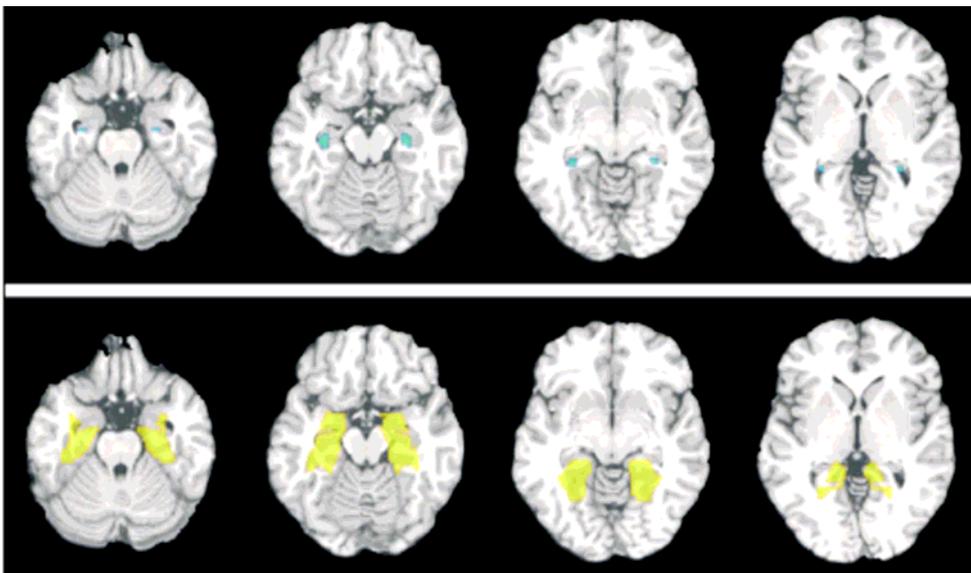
Este estudio de imagen funcional demuestra la correlación anatómica de las principales estructuras relacionadas con la memoria y la retención de información nueva. El hipocampo (verde) y parahipocampo (amarillo) se observan en cortes axiales en una RMN del Instituto de Neurología de Montreal.
